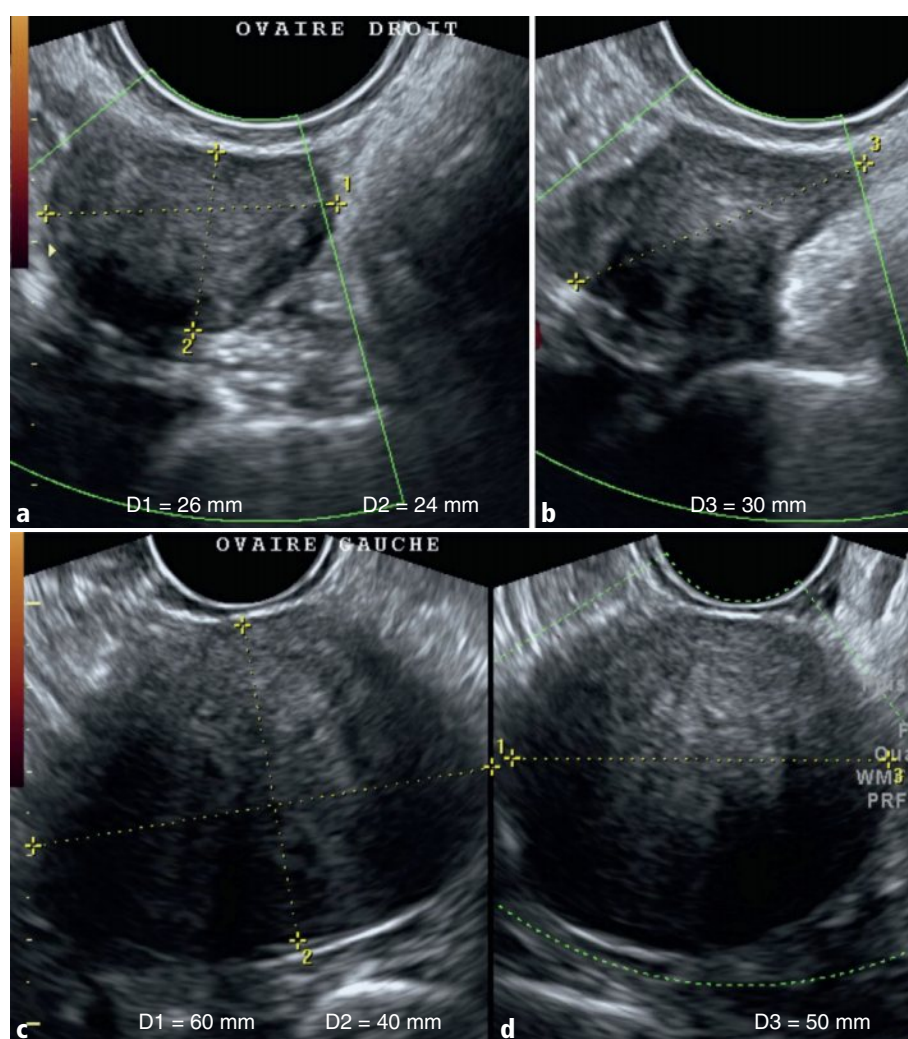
a-d Ovaire droit, coupes sagittale (a) et axiale (b) en Doppler couleur. Ovaire gauche, coupes sagittale (c) et axiale (d) en Doppler couleur.
